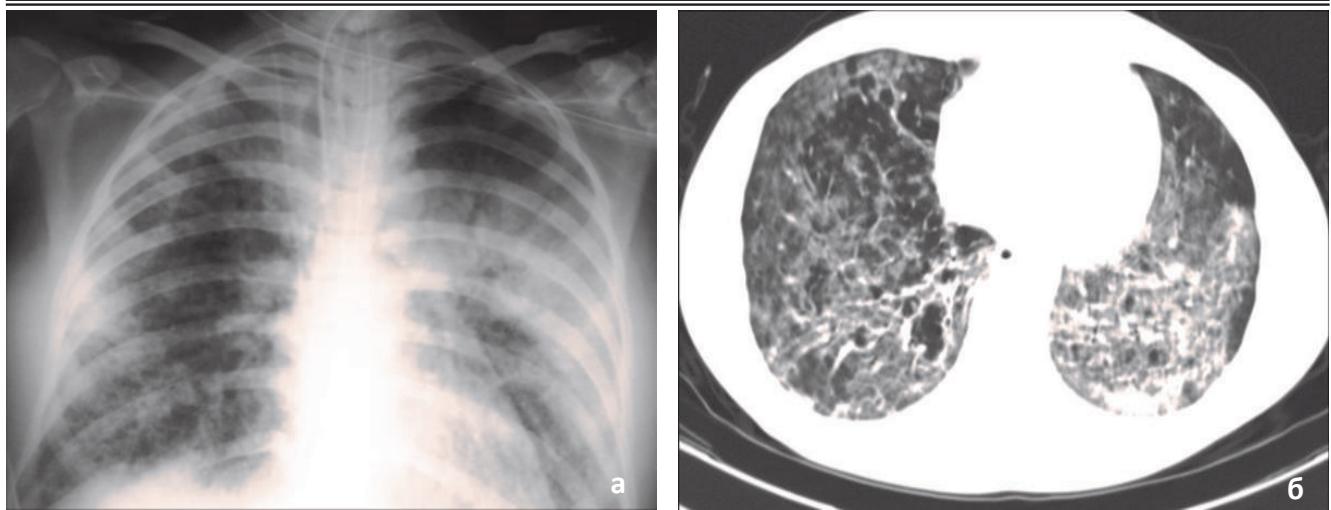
12-е сутки ОРДС у больного 1-й группы. а) рентгенограмма грудной клетки: двусторонняя диффузная деформация лёгочного рисунка по интерстициальному типу; в среднелатеральных зонах интенсивное затемнение за счёт альвеолярного компонента; б) КТ грудной клетки: двусторонне диффузное затемнение лёгочной ткани по типу «матового стекла» с участками альвеолярной консолидации, прослеживаются участки фиброза.
